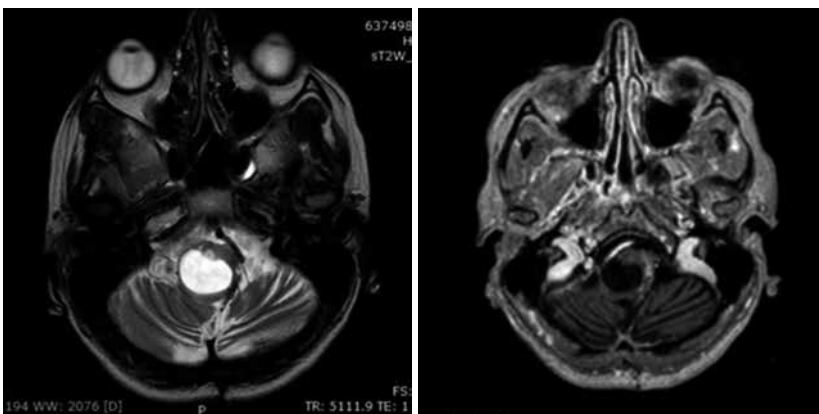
МРТ головного мозку до операції (18.03.2020): ознаки росту кісти розміром 2,24×2,38×0,72 см. Одна частина солідного компонента розміром 0,68×0,57×0,76 см, розміщена по передньому контуру кісти, накопичує парамагнетик, друга частина розміром 0,7×1,1×1,02 см розташована зліва від кісти та спускається донизу до С2, неоднорідно та інтенсивно накопичує парамагнетик
